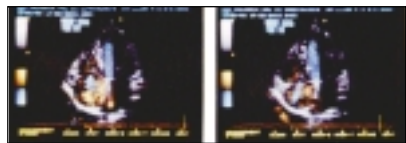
Ecocardiogrammi relativi all'insufficienza della tricuspide con soffio 3/6. In essi si evidenzia un duplice aspetto del problema: l'assenza al color-doppler di vortici eiettivi nel tratto di efflusso del ventricolo sinistro e la facile documentabilità del rigurgito tricuspide in caso di soffi di tale intensità.
